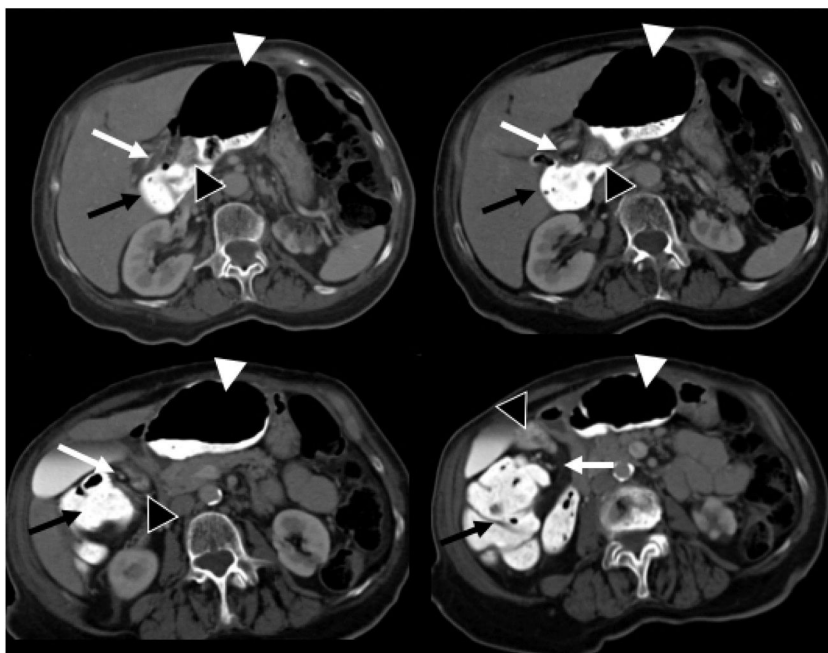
Cortes axiales, secuencias de superior a inferior de la tomografía computarizada de abdomen en fase venosa con contraste oral. Se identifica la grasa y los vasos mesentéricos (flecha blanca) protruidos a través del foramen omental (de Winslow) hacia el espacio hepatogástrico junto con el íleon terminal y la válvula ileocecal (punta de flecha negra), el ciego (punta de flecha blanca) y el colon ascendente (flecha negra) en el espacio hepatogástrico desplazando al estómago hacia la izquierda. Hallazgos compatibles con hernia interna de Winslow.
